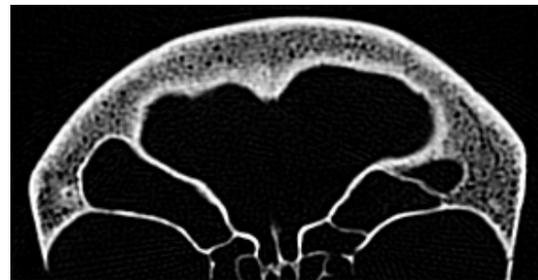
CT von Zaandam 26. Coronare Ebene. Keine Naht.
